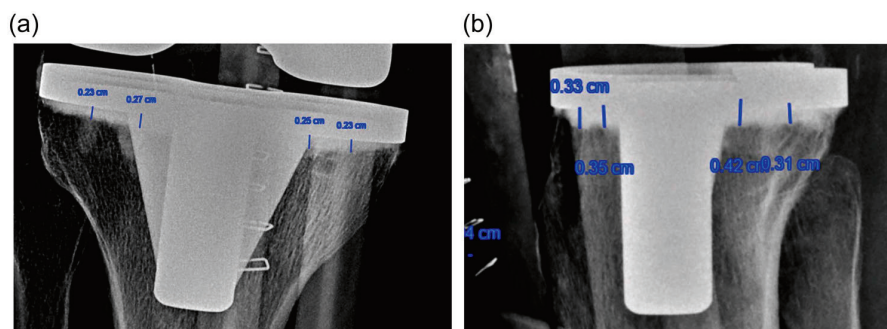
(a) Radiographic measurement of the cement bone intrusion in the tibia in four areas in the AP view (b) and four areas in the lateral view. AP, anteroposterior.
